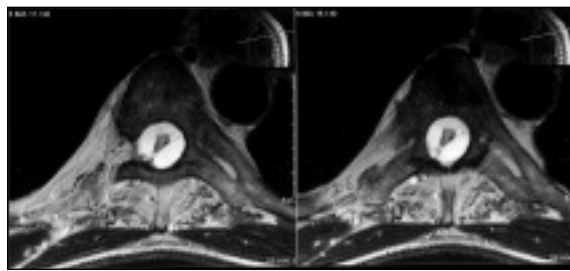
RM imagem T2 transversal da coluna dorsal: Cavidade seringomiélica; alterações de aracnoidite adesiva e atrofia medular.
